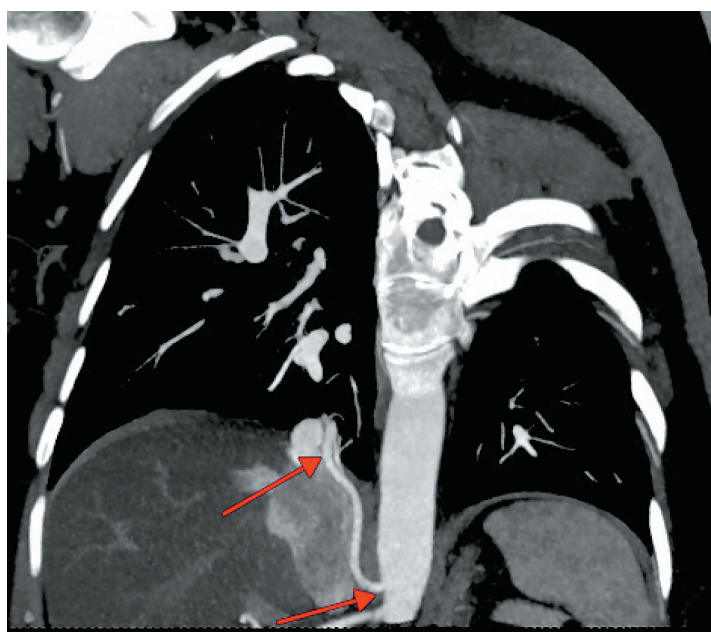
МСКТ-ангиография МIP-реконструкция.
